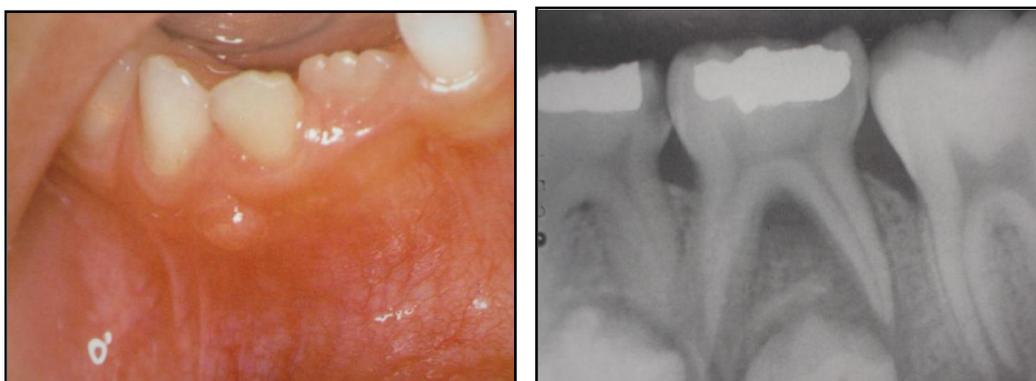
Características del absceso periapical en dentición primaria, en la primera imagen se observa el aumento de volumen entre el lateral y canino inferior derecho. La segunda imagen muestra las características radiográficas de la lesión.
